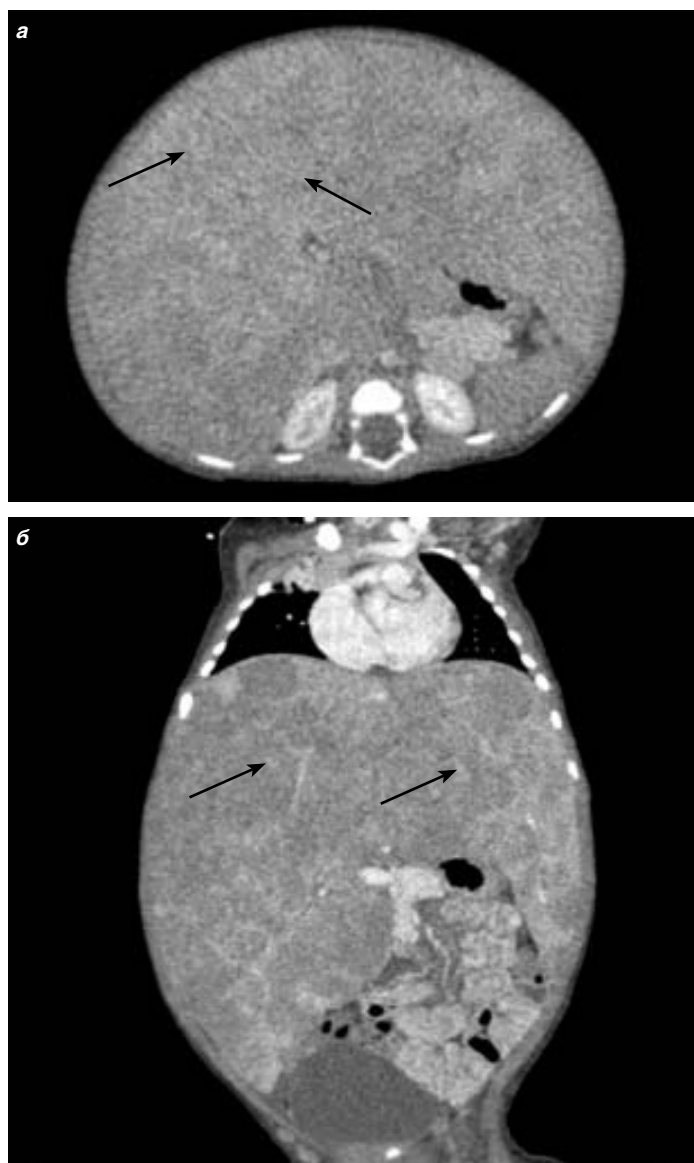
КТ органов брюшной полости до лечения: а – аксиальная проекция; б – фронтальная проекция. Стрелками указаны метастазы в печени.
